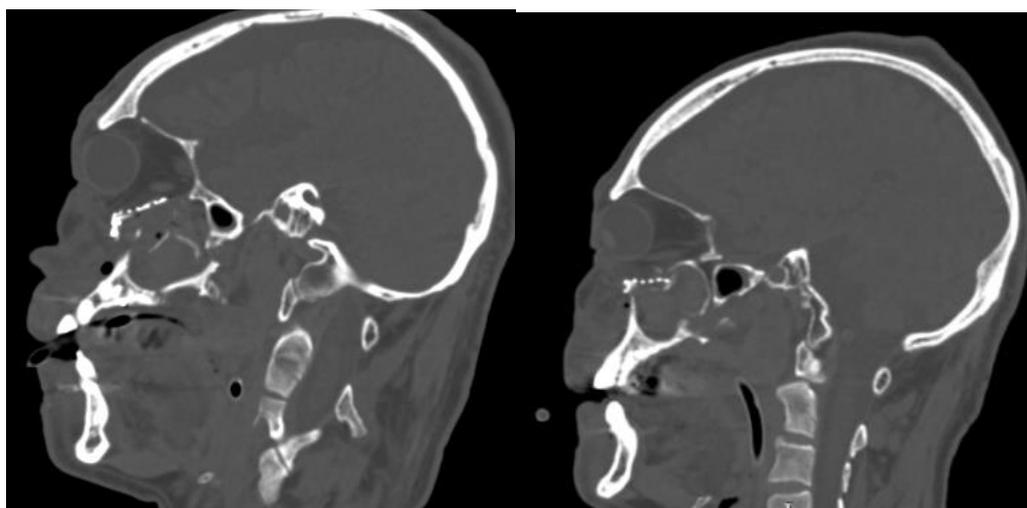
МСКТ пациента Ш., 56 лет, после оперативного лечения в боковой проекции левой орбиты; рис. 8 то же – правой орбиты
